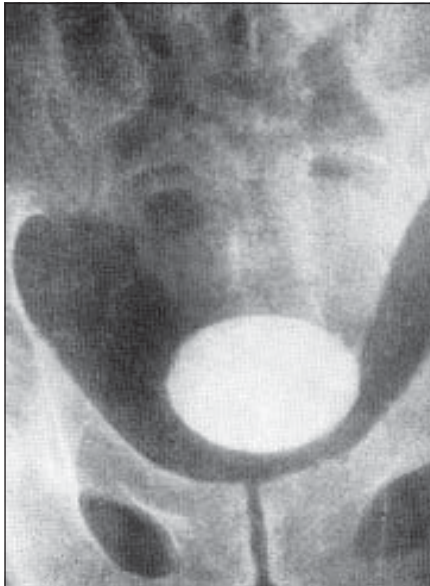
Камені в сечовому міхурі (оглядова рентгенограма).
